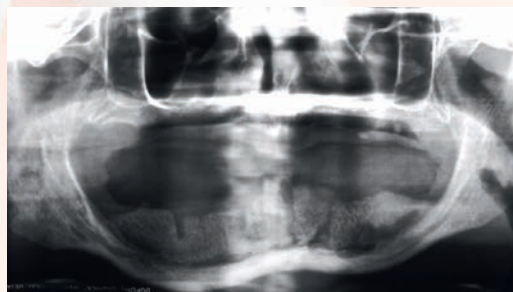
Ortopantomografia. Innesto a onlay di cresta iliaca (1990).
